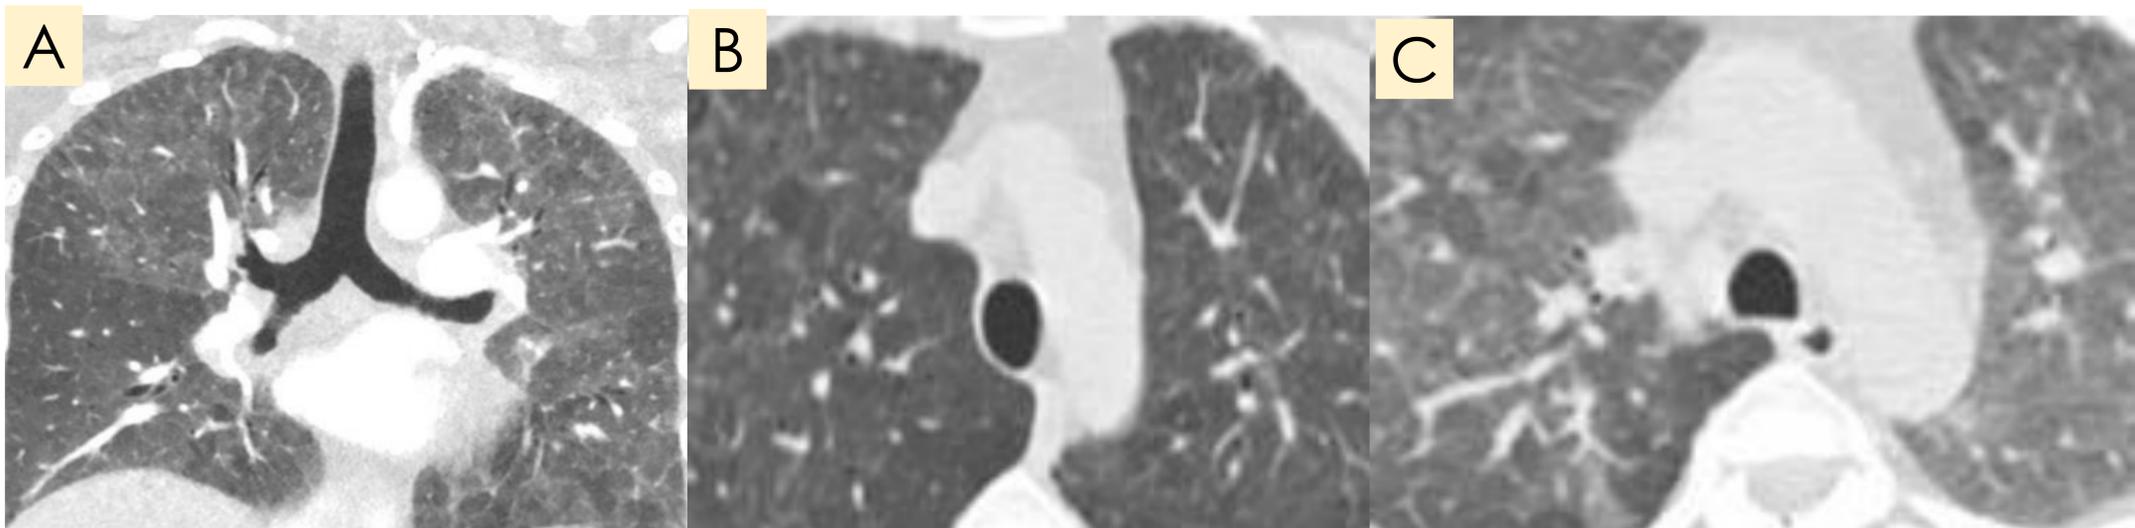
(A) TC de tórax con nódulos en vidrio deslustrado de predominio en lóbulos superiores. (B) TC pulmonar en inspiración con patrón en mosaico y (C) en espiración con signos de atrapamiento aéreo.
